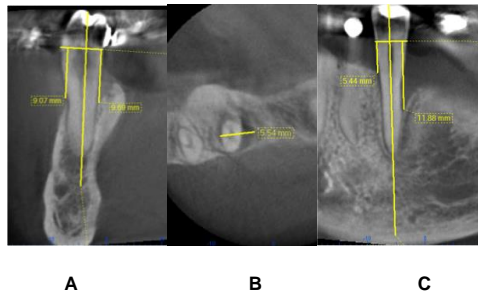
Tomografía final de diente D 35A Corte sagital. 12B. Corte Basal. 12CCorte Coronal
